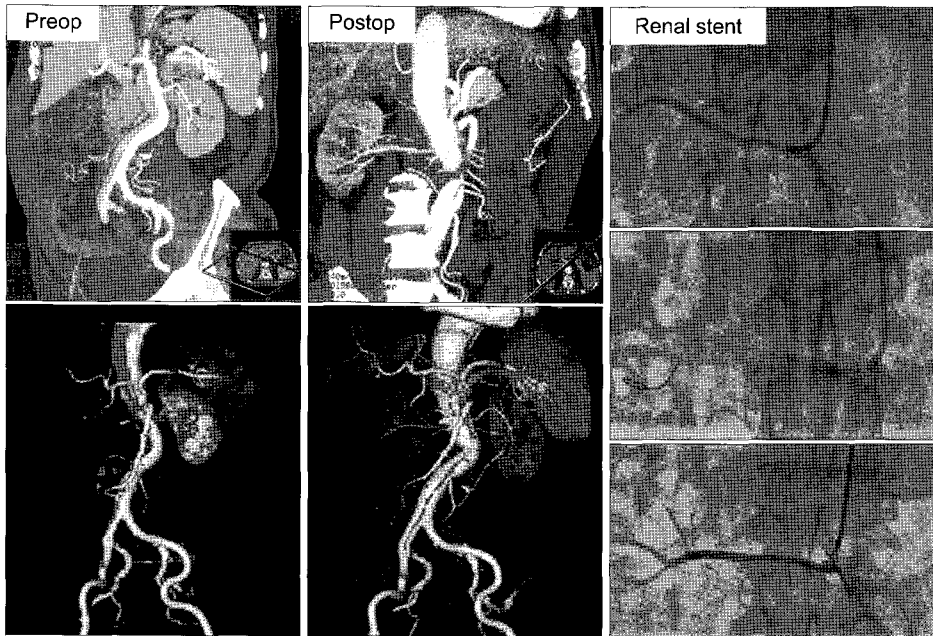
Serial CT and renal angiography of case 3. Preoperative CT scan shows the right renal artery and right kidney was not enhanced. Postoperative CT scan shows right renal artery and kidney was slightly enhanced. It was accessory right renal artery. C. Renal angiography shows good patency after renal artery stent insertion.
